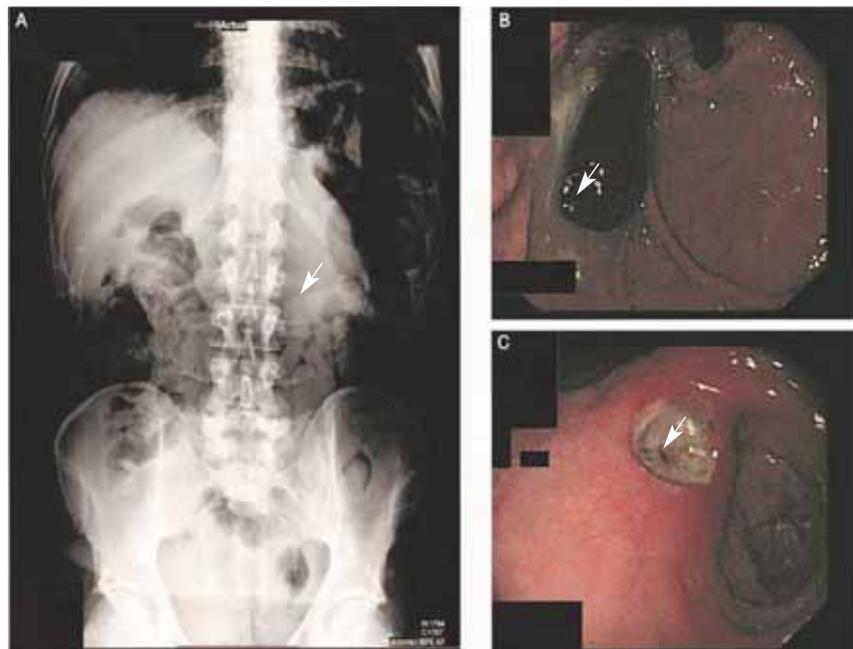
A) Radiografía simple de abdomen en la que se aprecia un objeto ovalado en el cuadrante superior izquierdo (flecha). B) Endoscopia digestiva alta: cuerpo extraño ovalado en fondo gástrico (flecha). C) Úlcera gástrica a nivel de incisura angular de bordes regulares y 7 mm de diámetro máximo (flecha).
